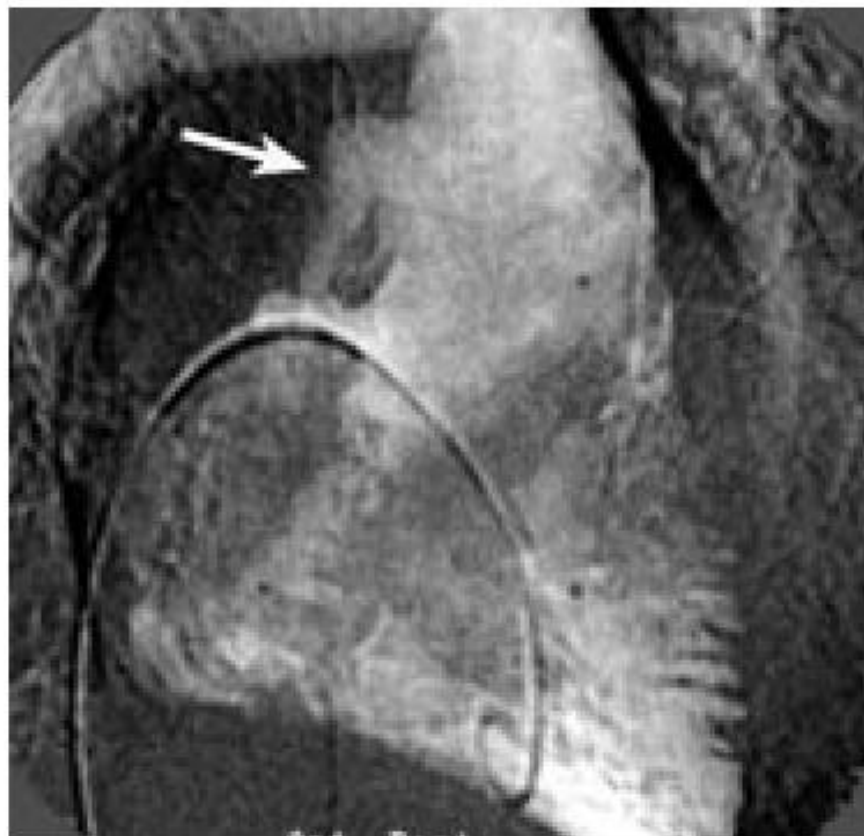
МР-томограммы при АДПЖ:
